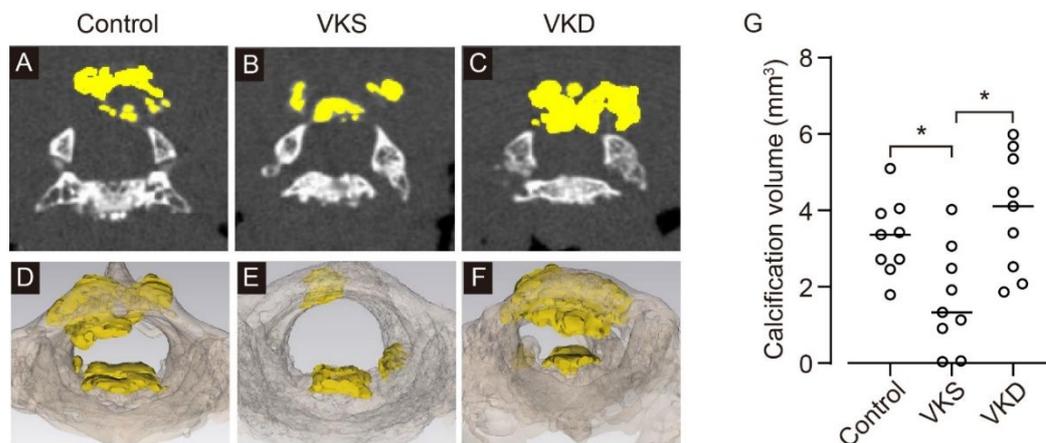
マイクロ CT による石灰化巣定量化
